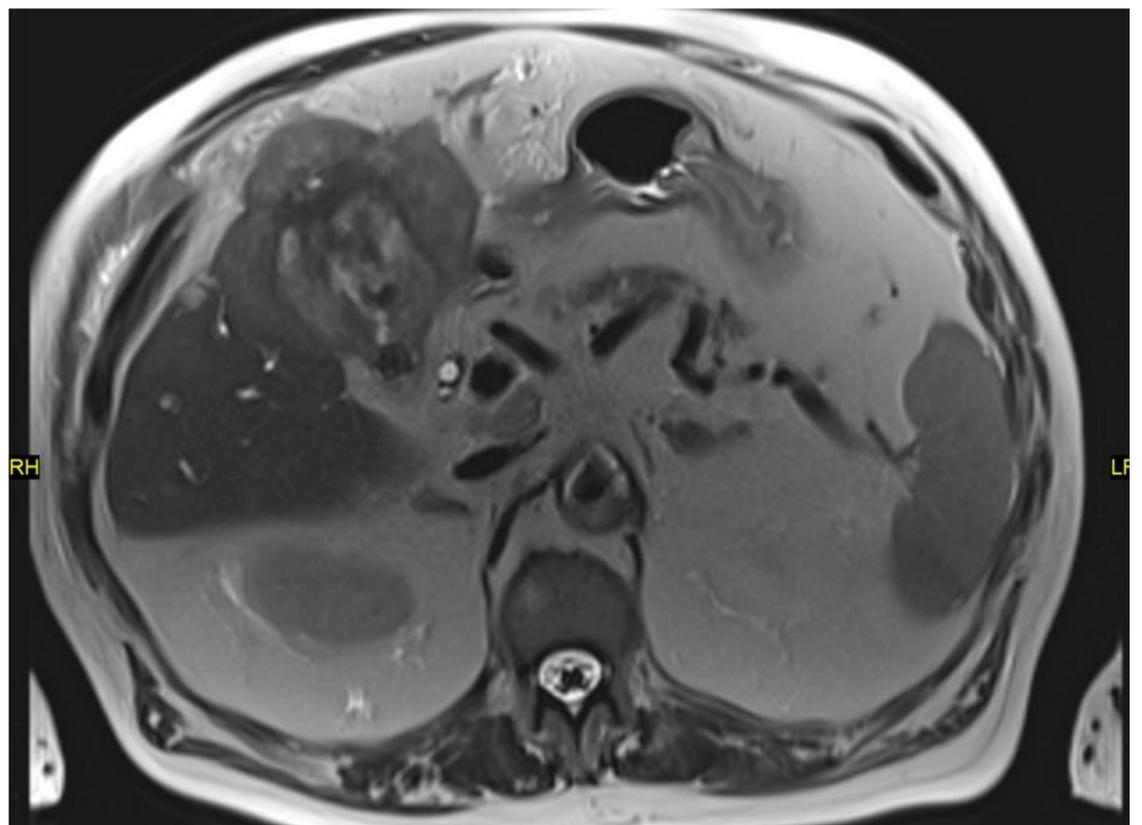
RM hígado. Masa heterogénea y relativamente hipointensa que rodea la vesícula y parece infiltrar el conducto hepático común.
